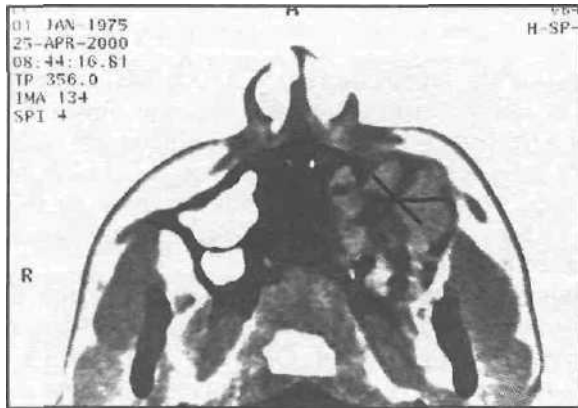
Компьютерная томограмма больного с миксофибромой левой верхнечелюстной кости, проросшей в периорбитальную область.
